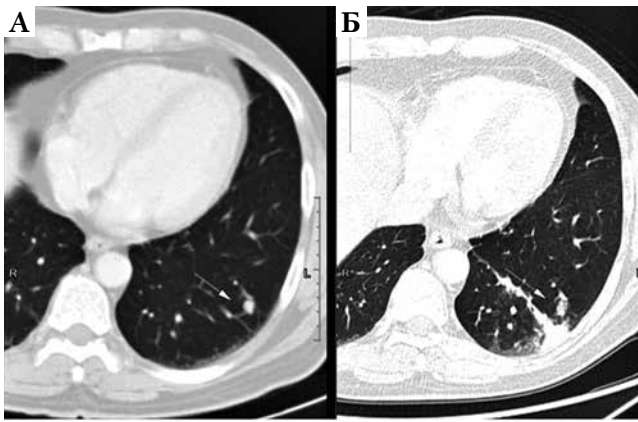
Пациент К. КТ. Легочное окно. Аксиальная плоскость. А) 04.06.2021 г. В С9 левого легкого округлой формы очаг, с четкими и неровными контурами (стрелочка). Б) Уменьшение размеров и плотности очага в С9 левого легкого при контрольном исследовании через 1 год (стрелочка) 30.06.2022 г.
